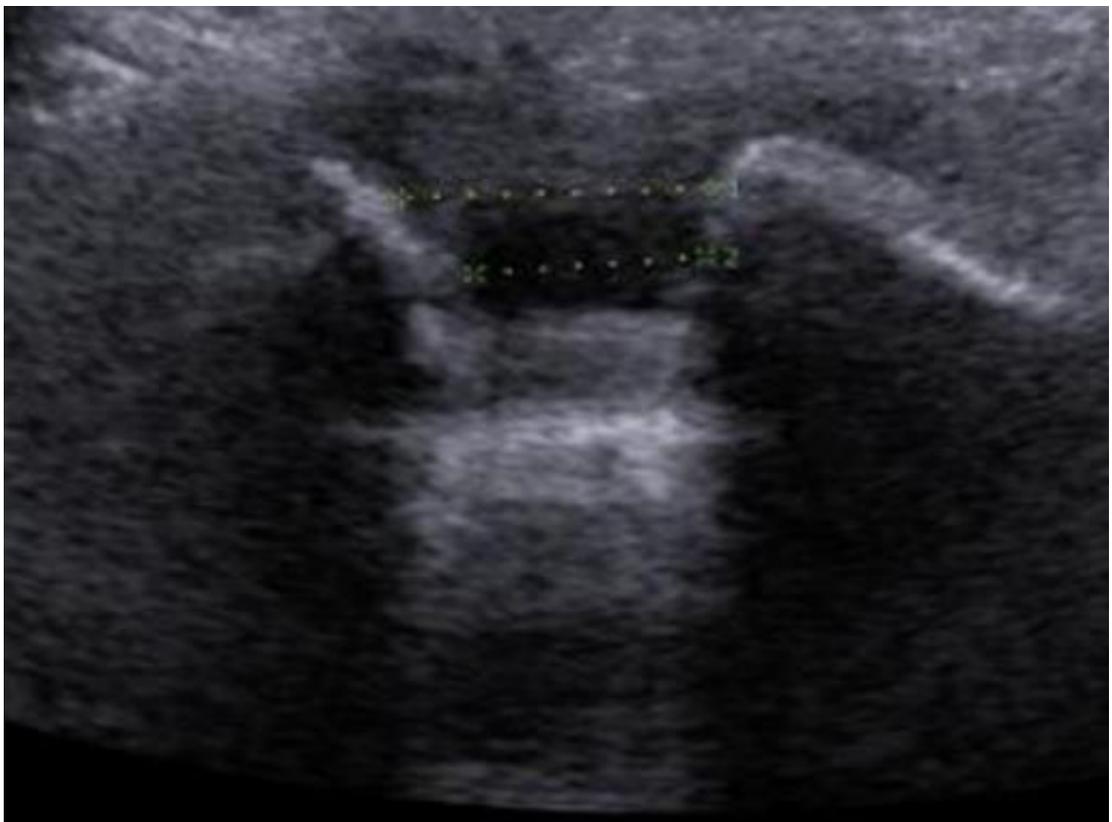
УЗИ снимок лонного сочленения.
